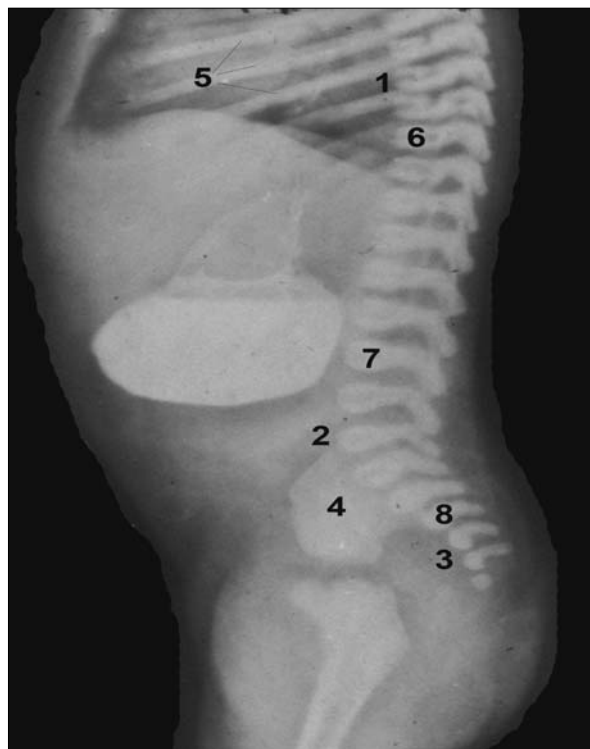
Рентгенограма новонародженого чоловічої статі: 1 – грудний кифоз; 2 – поперековий лордоз; 3 – тазовий кифоз; 4 – клубова кістка; 5 – ребра; 6 – грудні хребці; 7 – поперекові хребці; 8 – крижові хребці.
